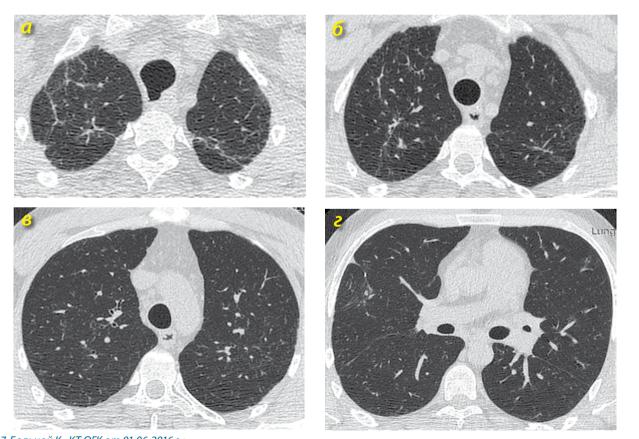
Больной К., КТ ОГК от 01.06.2016 г.: а-г – регрессия диссеминации в легких, сохраняются пневмосклероз и мелкие бронхоэктазы, размеры лимфоузлов в корнях легких и в переднем средостении нормализовались, дивертикул задней стенки трахеи в прежнем виде
